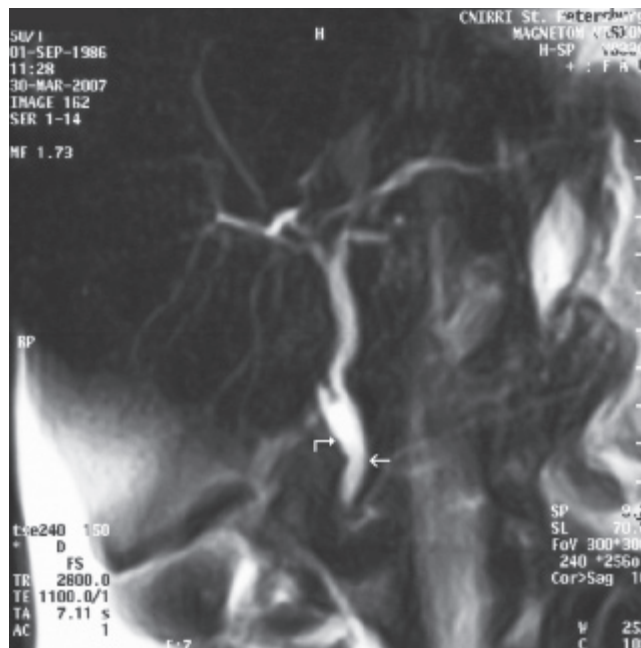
ЯМР-томограмма печени и желчных протоков через 9 мес. после операции (прямая стрелка указывает на билиобилиарный анастомоз, ломаная стрелка – область сформированного резервуара с использованием пузырного и общего печеночного протоков)
